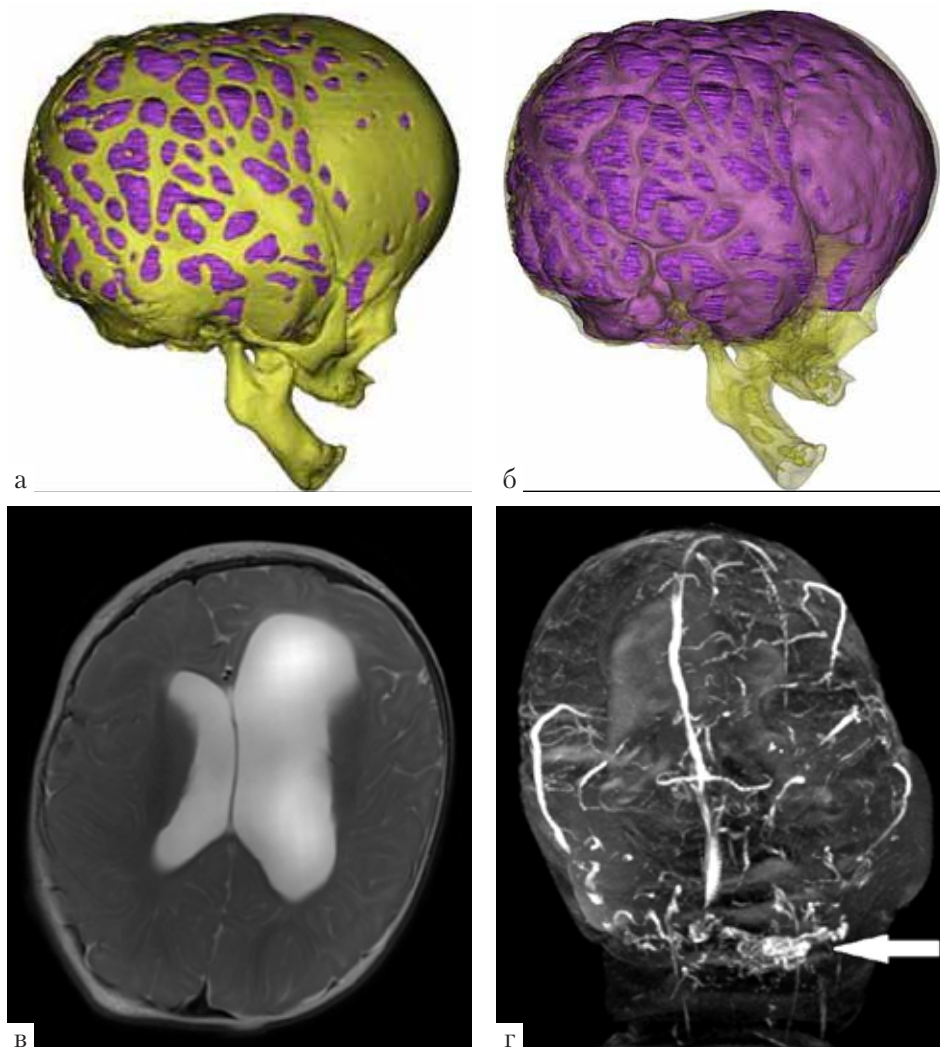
Результаты КТ- и МРТ-исследований пациента А., 6 мес., DS: черепно-лицевой дизостоз, синдром Крузона, пансиностоз, множественные пороки развития: а – 3D-КТ-картина «дырчатого черепа» вследствие выраженной краниocereбральной диспропорции и внутричерепной гипертензии; б – 3D-КТ интракраниального пространства, определяется рельеф извилин головного мозга, покрытых мозговыми оболочками; в – асимметричная прогрессирующая гидроцефалия, потребовавшая шунтирующей операции; г – МРТ-венография (COR): определяется выраженная сеть компенсаторных затылочных венозных выпускников, обеспечивающих отток венозной крови из полости черепа (показано стрелкой)
